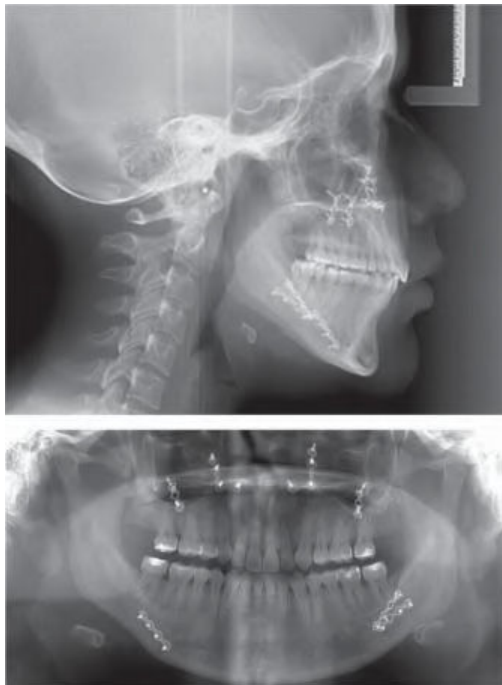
Radiografía lateral de cráneo y ortopantomografía finales.
